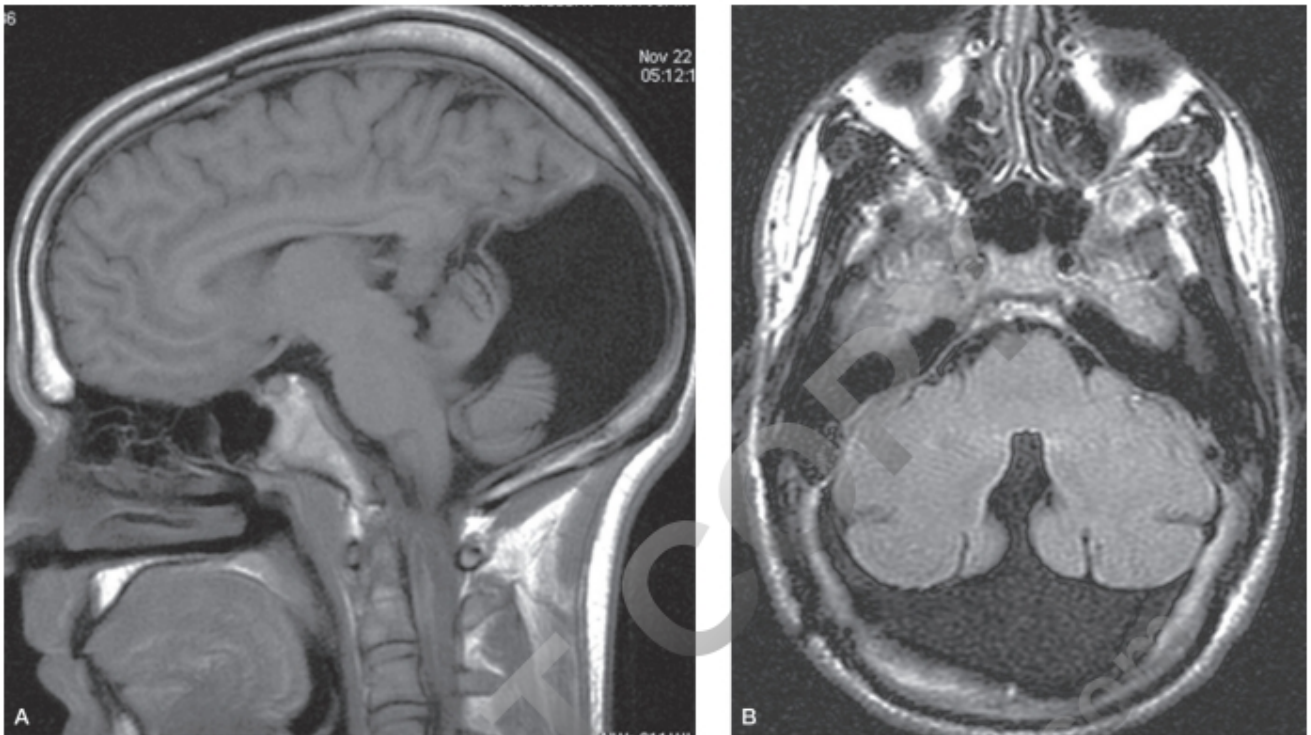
Figura e12.7 Anomalia de Dandy-Walker. A. Secuencia de SE-T1 sagital de RM. Se observan la fosa posterior aumentada de tamaño, displasia del tentorio y elevación del seno recto, así como hipoplasia del cerebelo-agenesia del vermis. B. Secuencia FLAIR axial de RM en la que se aprecia la comunicación del cuarto ventrículo con el quiste retrocerebeloso.
